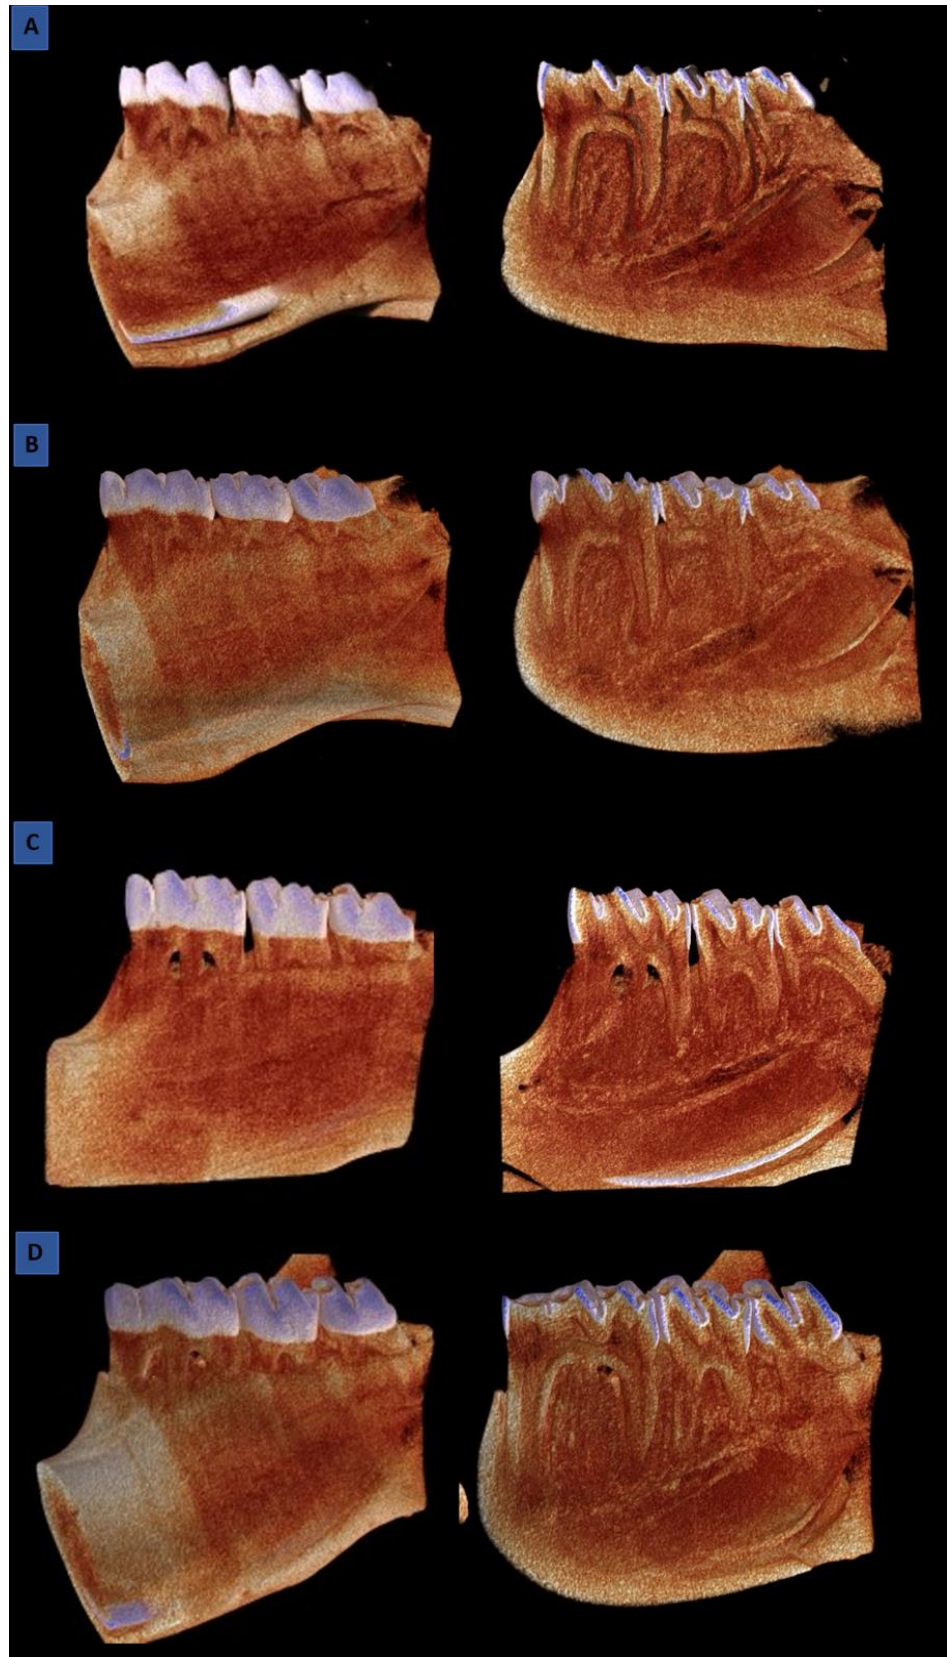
Reconstrução 3D das imagens obtidas na Micro-CT. A) C; B) CP; C) DP e D) DPP. Vista da face vestibular (imagens à esquerda) e Vista da superfície interna - corte sagital (imagens à direita). CTVox® (versão 3.1.0, Bruker, Kontich, Bélgica). Tamanho do pixel = 7,96  $\mu\text{m}$
